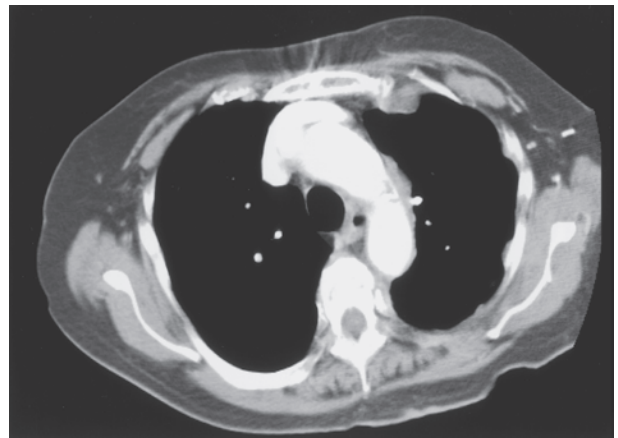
ビノレルビン+ゲムシタピン併用療法6クール後の胸部CT写真
